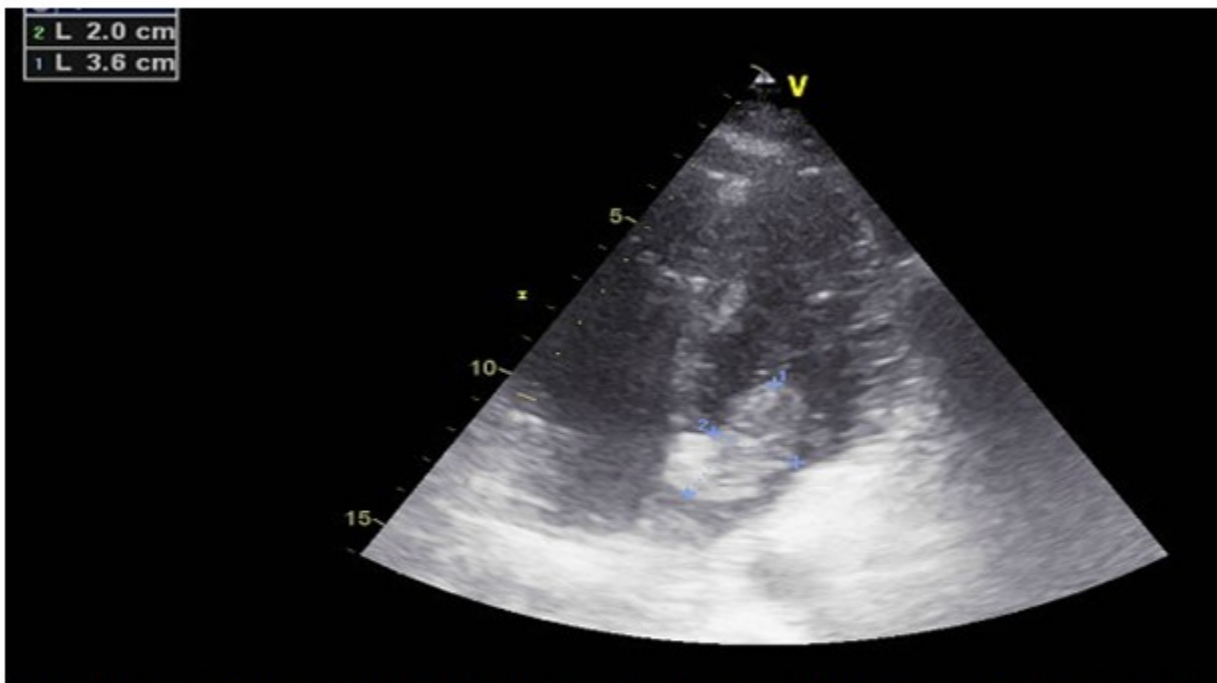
Ecocardiograma transtorácico en el que se observa masa tumoral de 2,0 x 3,6 cm en aurícula izquierda.
